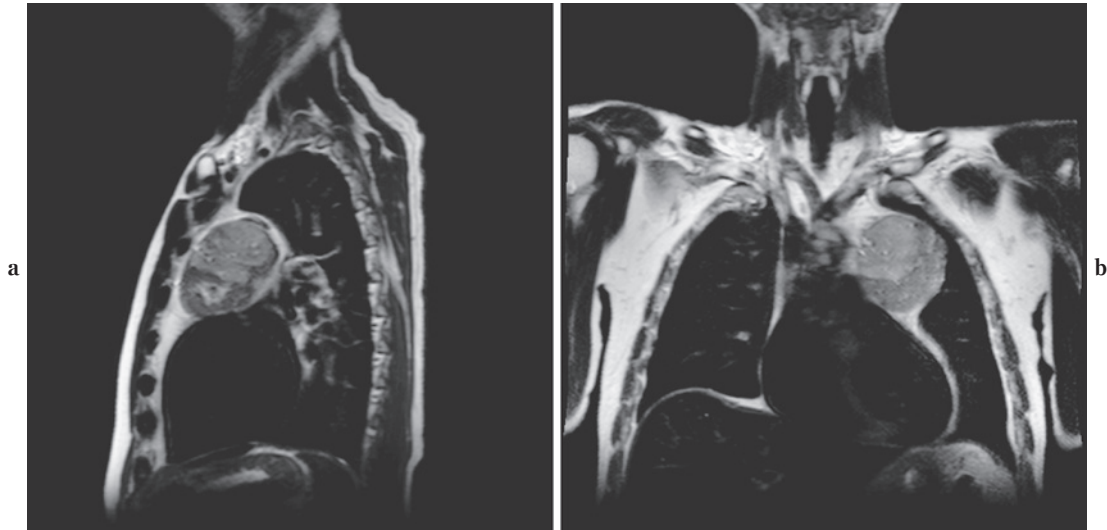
T2-weighted sagittal (a) and coronal (b) SSTSE images of a 58-year-old male having a thymoma accompanying myasthenia gravis are shown. These two sequences should be obtained in the first place of the MR examination of the anterior mediastinal mass. Each of them can be acquired within a 20-second breath-holding. O₂ inhalation during the examination may make the breath-holding easier for aged patients.
